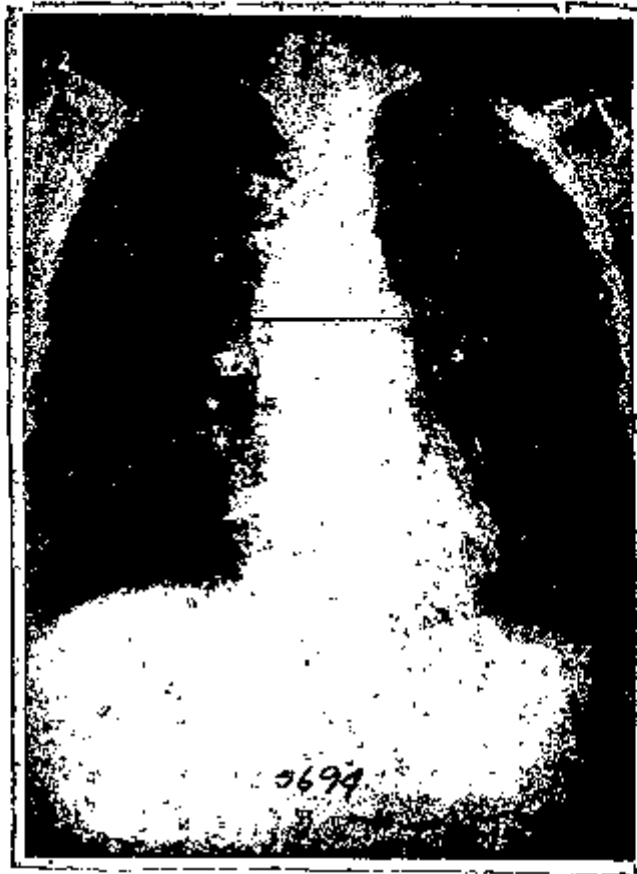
Radiografia de diagnóstico do mesmo paciente cuja radiografia de localização é mostrada na Fig 19.
